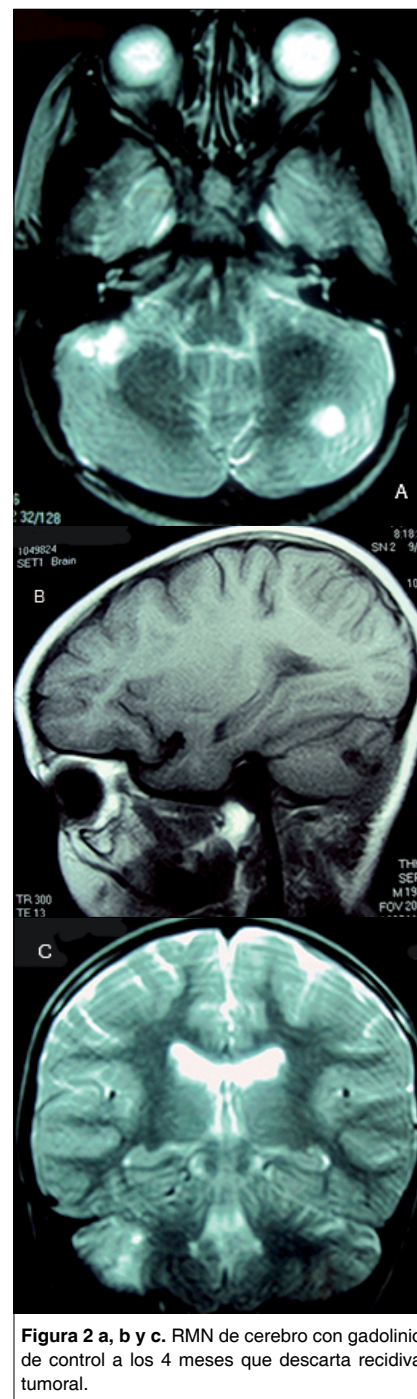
a, b y c. RMN de cerebro con gadolinio de control a los 4 meses que descarta recidiva tumoral.
